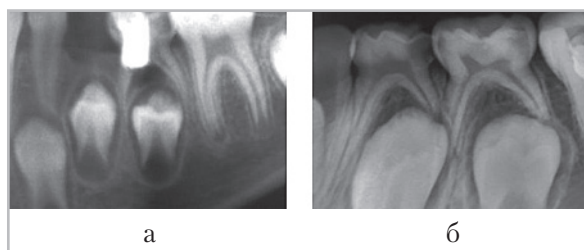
Микрофокусные рентгенограммы с оценкой степени распространения периодонтита в проекции кариозных молочных зубов на нижней челюсти слева: *a* — выбор хирургической тактики ведения пациента в проекции зуба 7.5; *б* — выбор эндодонтического лечения зубов 7.4, 7.5
